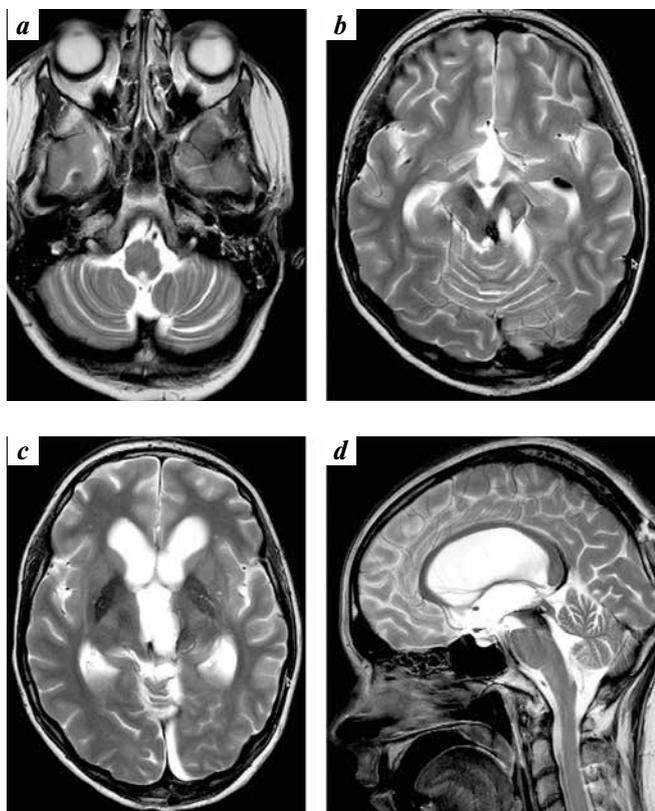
Brain magnetic resonance images of female patient Ya. immediately after surgery: coronal (a–c) and sagittal (d) projections. Degeneration of the olivary bodies, no signs of hemorrhage and ischemia
